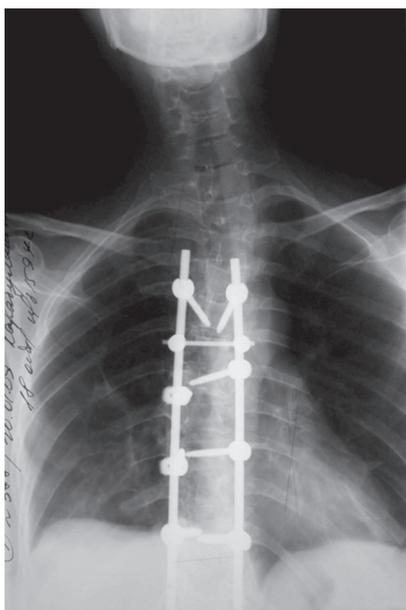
Рентгенограммы пациентки К., 39 л., после двухэтапного оперативного лечения с фиксацией позвоночника транспедикулярной конструкцией
